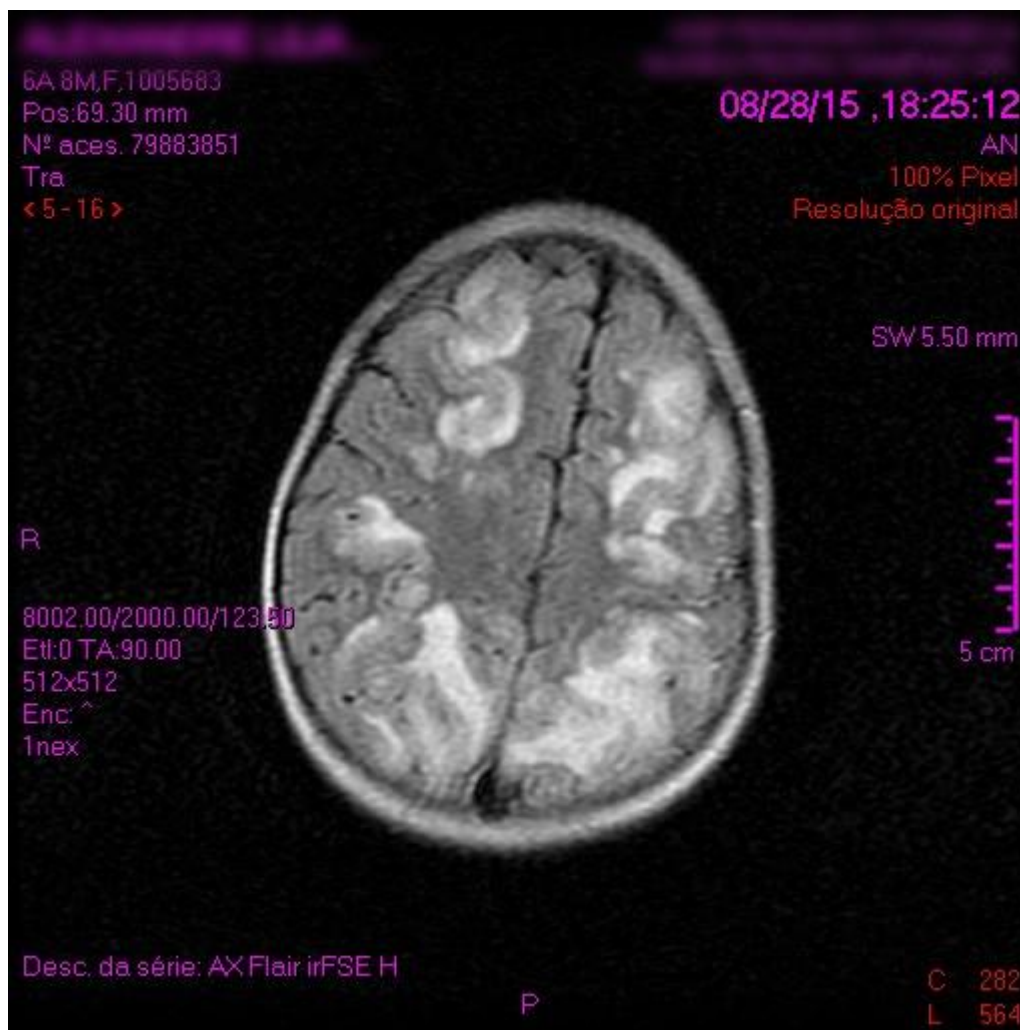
RM-CE realizada a 28/08/15, que revela “múltiplas lesões cortico-subcorticais bilaterais e assimétricas, hemisféricas cerebelosas, occipitais, temporais posteriores, parietais e frontais, assim como envolvendo a cabeça do núcleo caudado esquerdo, com hipersinal em T2 / FLAIR, hipossinal em T1, sem restrição à difusão das moléculas de água e sem hipossinal em T2*, condicionando apagamento dos sulcos corticais regionais, em relação provável com síndrome de encefalopatia posterior reversível”.
